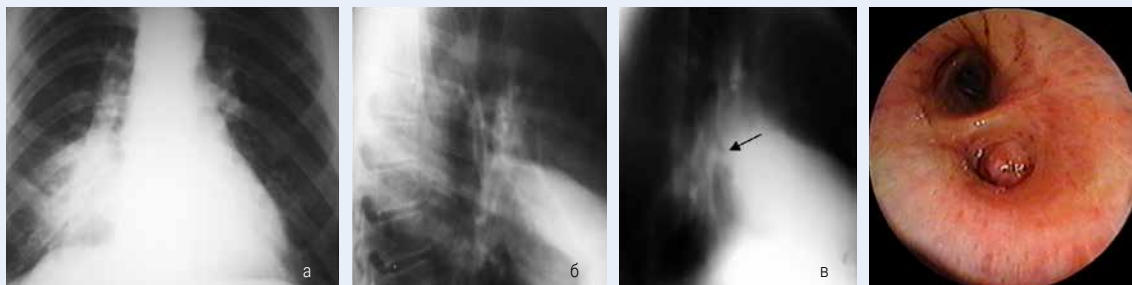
Больной Б, 45 лет. Центральный рак средней доли: а - прямая рентгенограмма, б - боковая рентгенограмма, в - боковая томограмма правого легкого. Ателектаз средней доли, коническая «культя» среднедолевого бронха
